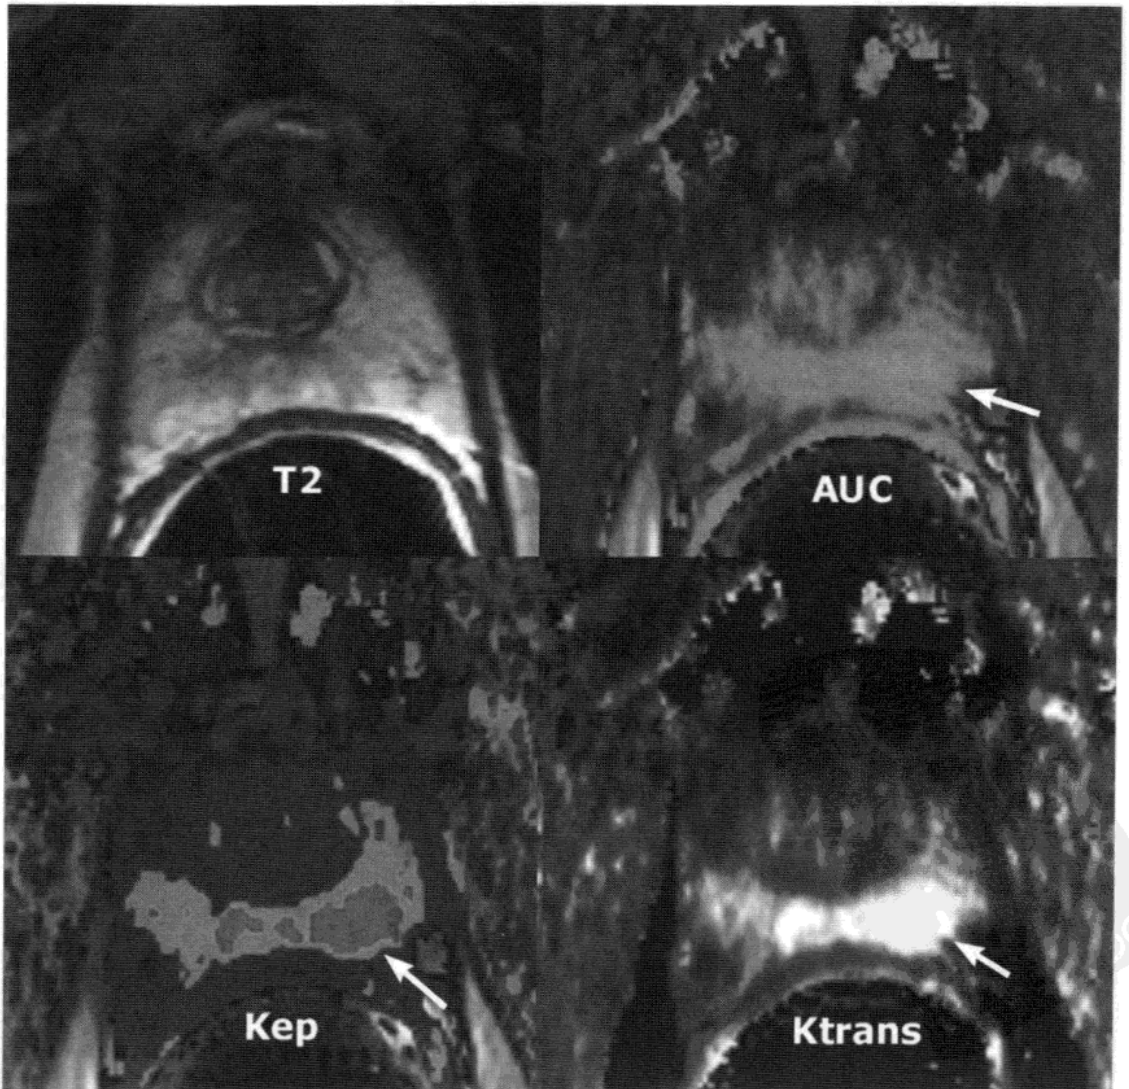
前列腺炎。男性，46 岁。PSA 升高(2~4 ng/ml)。有前列腺癌家族史。穿刺活检术前行 MRI 检查，可见前列腺左顶部 AUC, Ktrans 及 Kep 值升高(箭)， T_2 加权序列上未见低信号。饱和穿刺术提示良性组织，由于前列腺炎而引起 PSA 升高。
